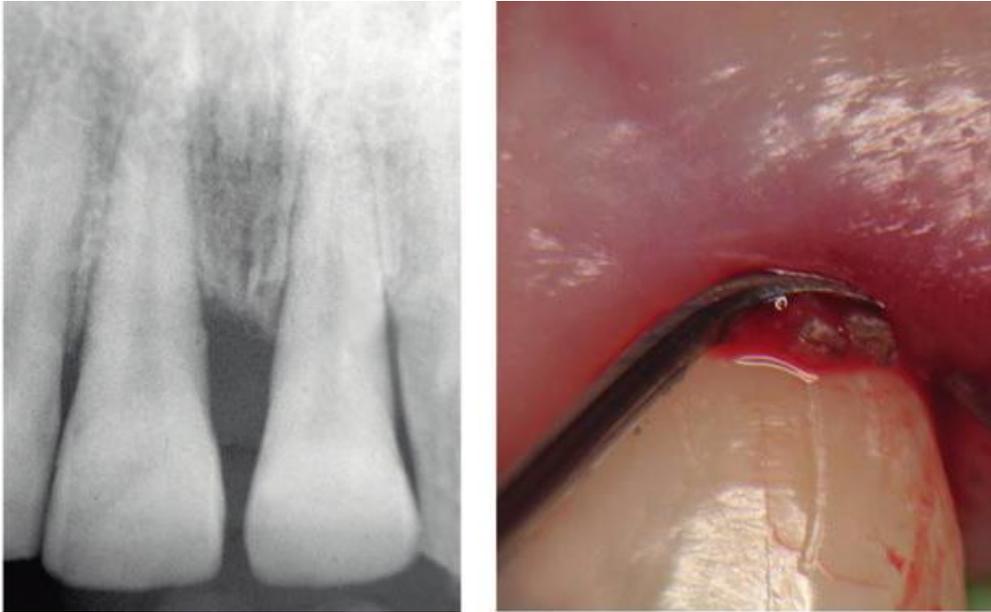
MINST – Radiografia pré-operatória do defeito (à esquerda) e raspagem e alisamento radicular do mesmo (à direita). (Adaptado de: Ribeiro, Casarin, Palma, Júnior, Sallum e Casati.2011.)¹⁷
